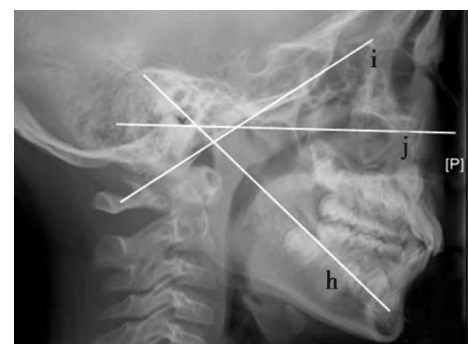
CT 两种扫描线比较 i 为枕骨斜坡外切线,j 为 CT 听鼻扫描线,h 为过外耳孔而垂直 i 线的扫描线。
